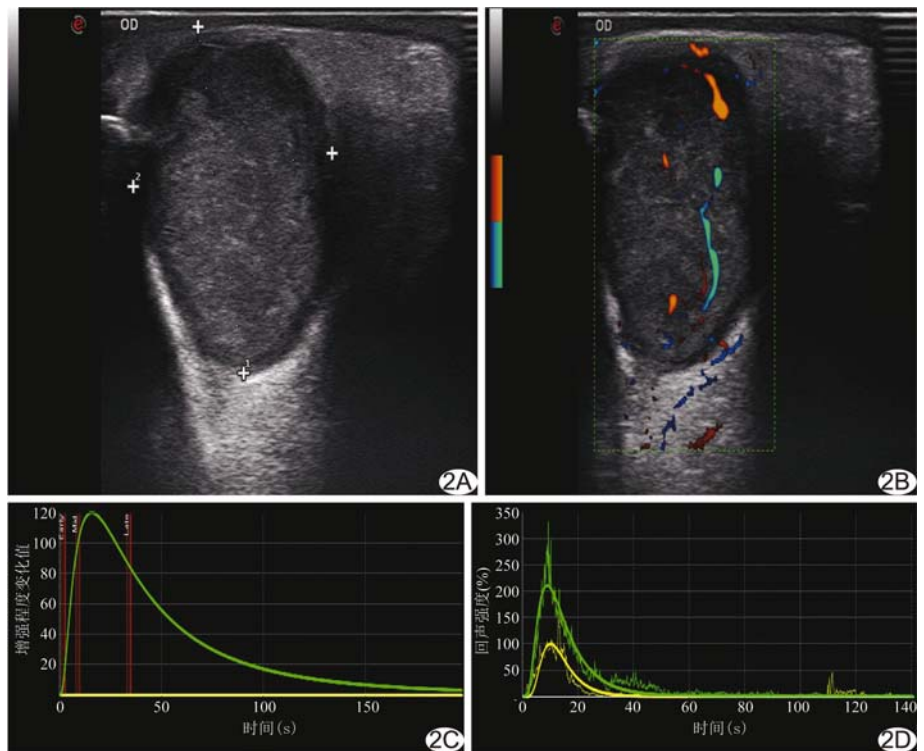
患者男,43 岁,眼眶炎性假瘤 A. 常规超声声像图显示病灶边界欠清晰,回声欠均匀; B. CDFI 示肿瘤内部血供较丰富; C. DVPC(绿色)呈正向波形(黄色为基线); D. TIC 呈快进慢出模式(黄色为眶内组织,绿色为病灶)
